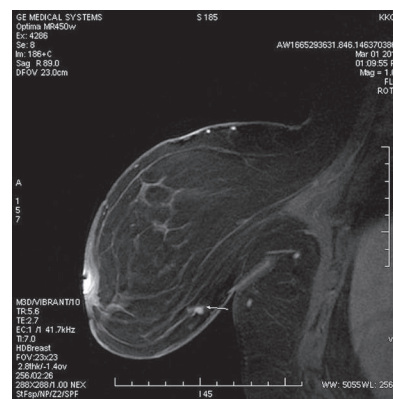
Магнитно-резонансная томограмма (сагиттальная проекция) правой молочной железы больной Н. Визуализируется опухолевый узел на границе нижних квадрантов
